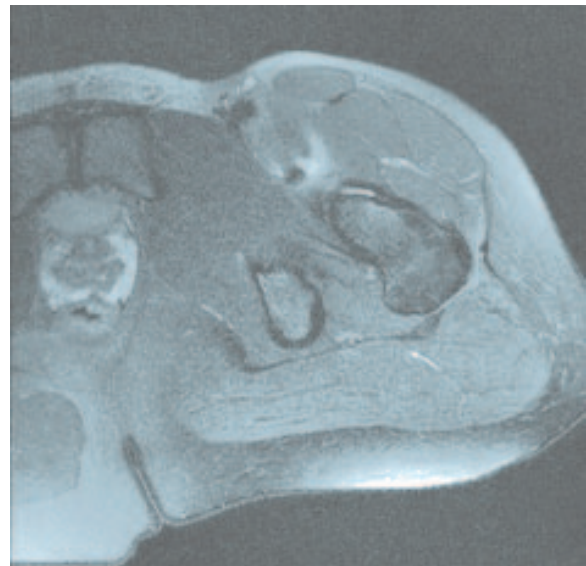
Désinsertion myotendineuse sur une coupe axiale en IRM T2 FS : hypersignal péri-tendineux.
